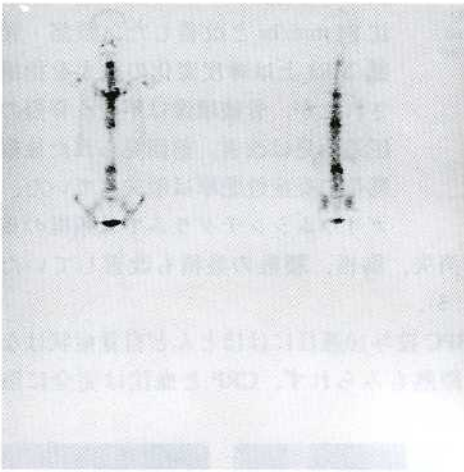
Bone scintigram in July Hot spots were detected in the cervical, thoracic and lumbar lesions.
